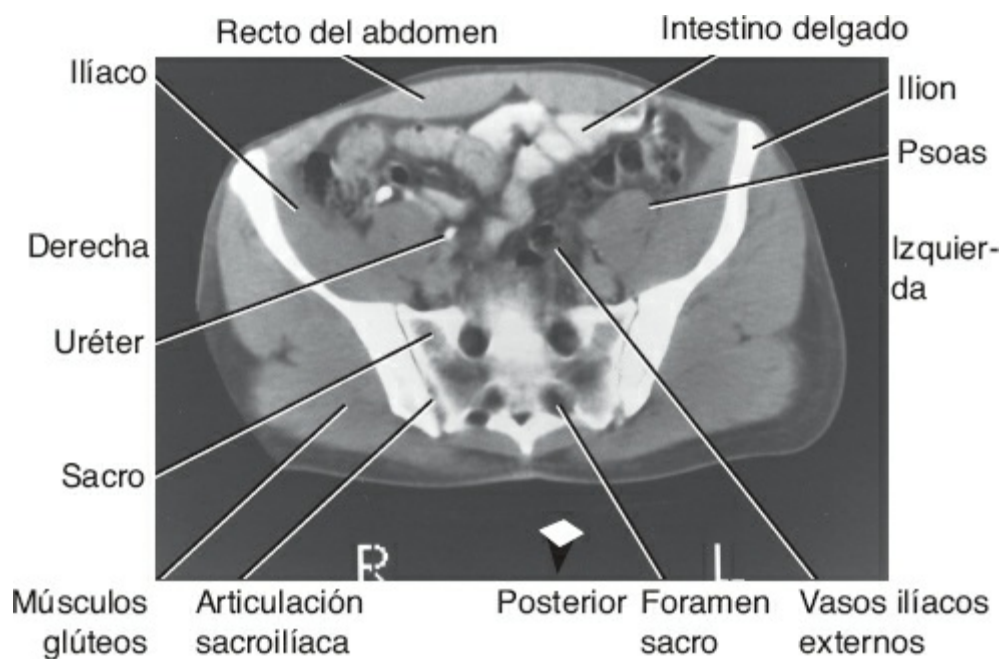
Tomografía computarizada de la pelvis después de una prueba de tránsito baritado y una pielografía intravenosa. Obsérvese la presencia de material radioopaco en el intestino delgado y el uréter derecho. La sección se ve desde la cara inferior.
